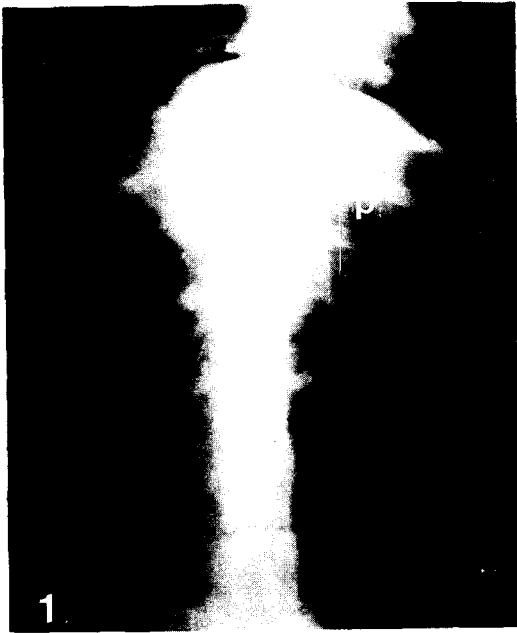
Ventrodorsal radiograph of a 4-year-old Great Dane with gastric dilatation-volvulus. There is a marked distention of the stomach with gas and fluid. The pyloric antrum (p) is present in the left cranial abdomen.
